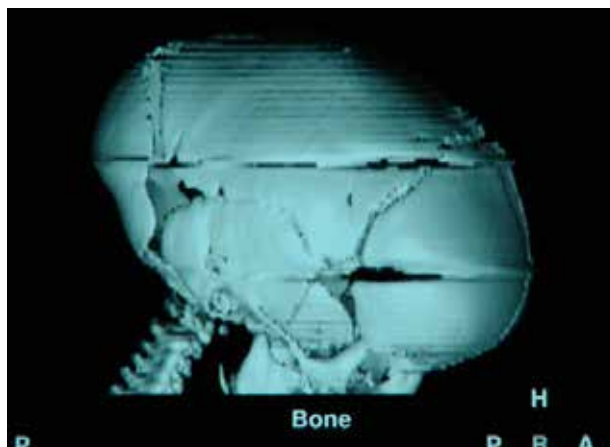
Aspect of tomography with 3D reconstruction. Post-operatively From the personal collection of Prof. A.V. Ciurea
